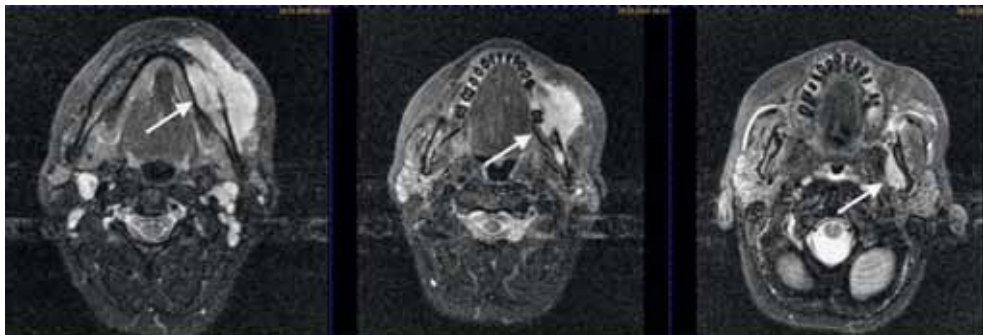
Magnetresonanztomogramm des Unterkiefers (axiale Schicht, T1 gewichtet): ausgedehnte, Kontrastmittel-anreichernde Raumforderung im horizontalen Unterkieferast links mit Ausbreitung in die perimandibulären Weichteile sowie entlang des N. alveolaris inferior nach cranial mit Ausläufer in die Fossa pterygomandibularis (Pfeile)
